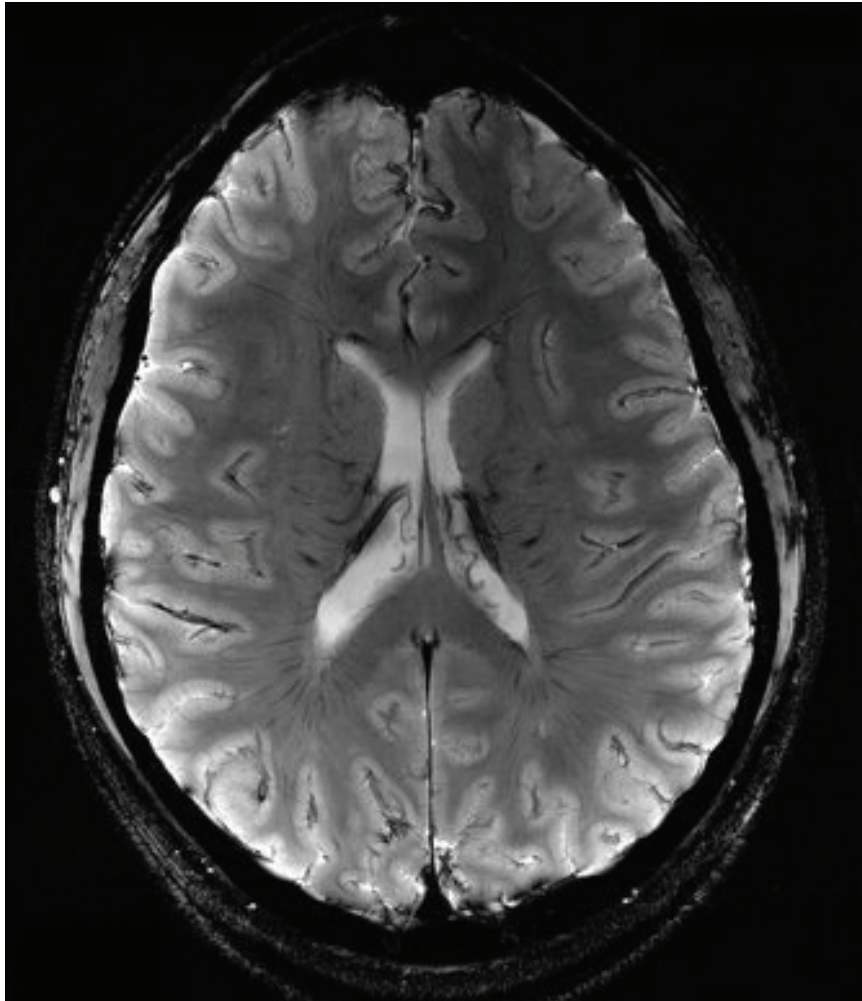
Immagine strutturale ad alta definizione della sezione orizzontale di un cervello ottenuto con la tecnica della RMN.
